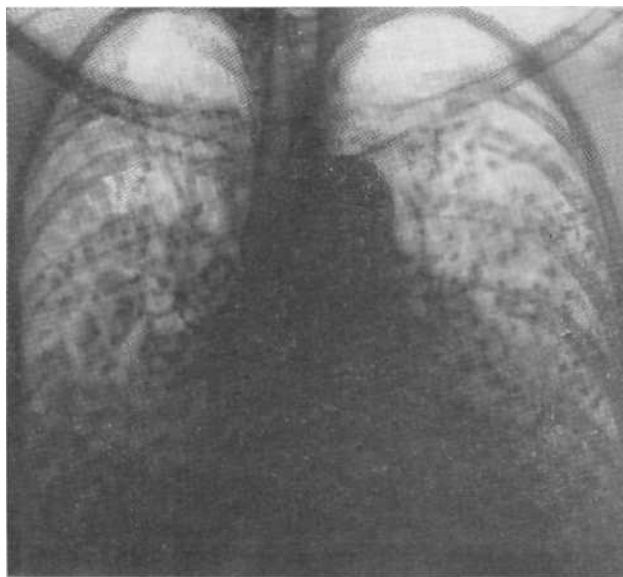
Обзорная рентгенограмма. Характерная картина карциноматоза с преимущественным поражением средних и нижних отделов легких.
